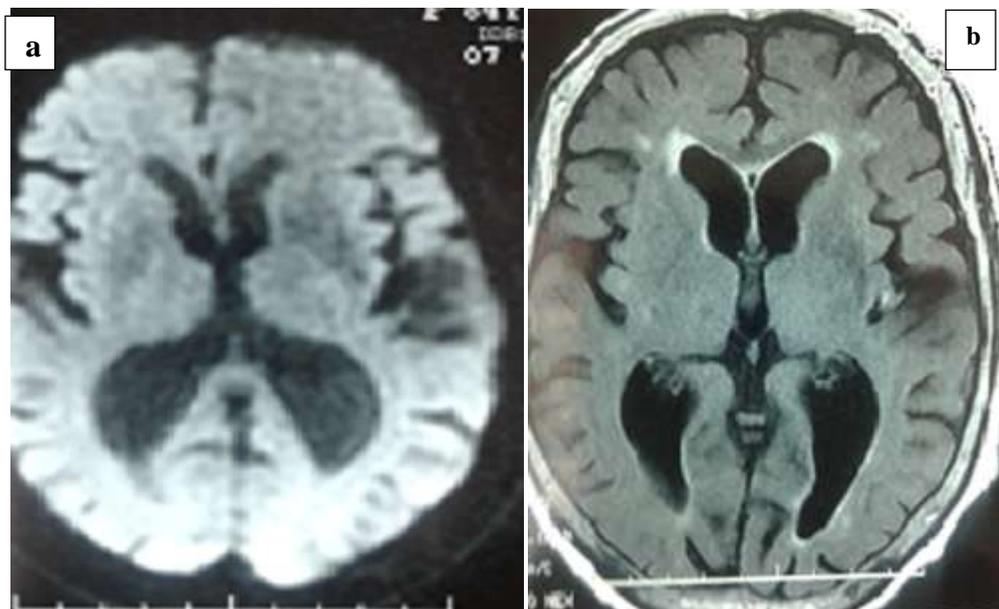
IRM cérébrale séquence Diffusion (a) et Flair (b) sans anomalies concernant les noyaux gris centraux suggérant une origine vasculaire ischémique ou hémorragique.
